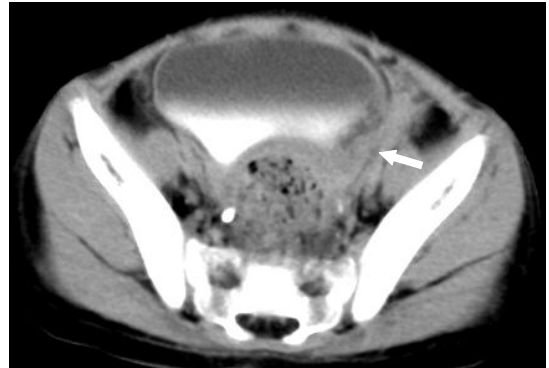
Follow-up abdominal CT. Previously noted extensive inflammatory infiltration in the left pelvis is nearly not seen.
